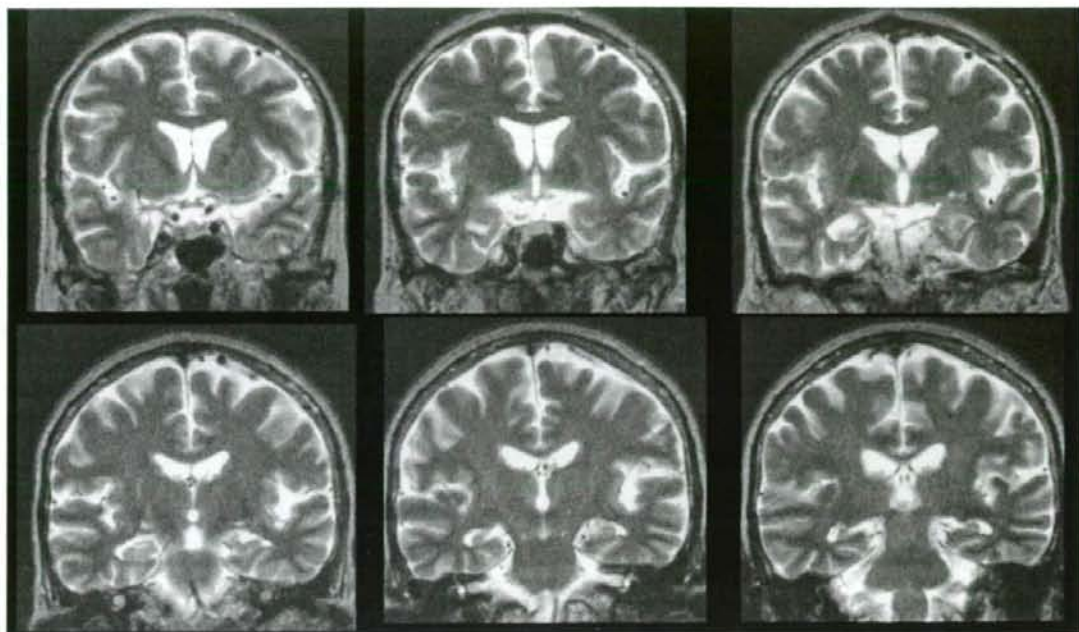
Coronal MRI T2 images at age 62
